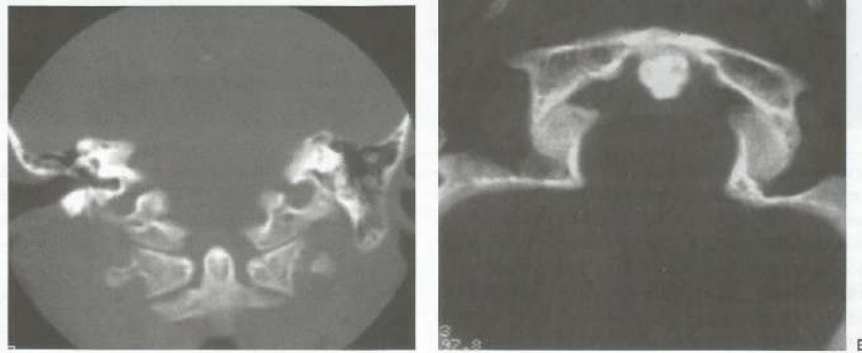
Avaliação de C1 e C2, por TC, nos planos coronal (A) e axial (B), observando-se, neste último, redução do espaço atlanto-axial com esclerose das superfícies limitantes.
